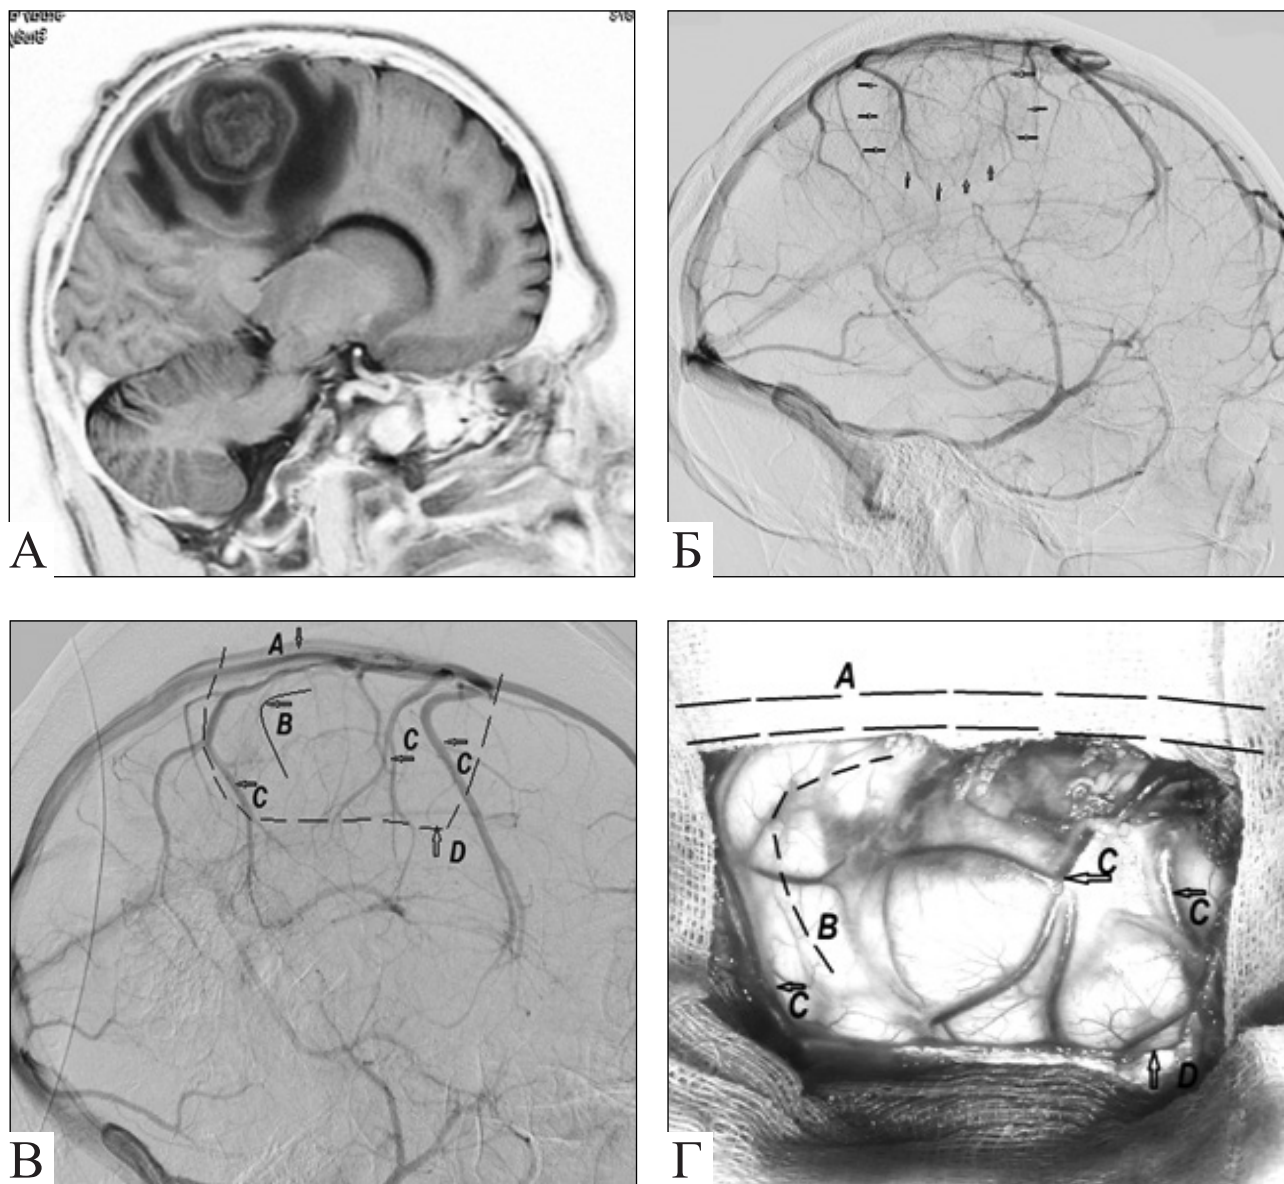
Пацієнт Г.: А — МРТ гліобластоми парасагітальної ділянки тім'яної частки великої півкулі головного мозку; Б — церебральна ангиографія ВСА (візуалізується судинна тінь з ділянкою збідненого заповнення в центрі); В — церебральна ангиографія ВСА (венозна фаза); Г — зона хірургічного доступу та її орієнтири: А — сагітальний синус (середня третина); В — лінія хірургічної атаки на вершині звивини; С — кіркові вени; D — периметр розітнутої твердої мозкової оболонки
